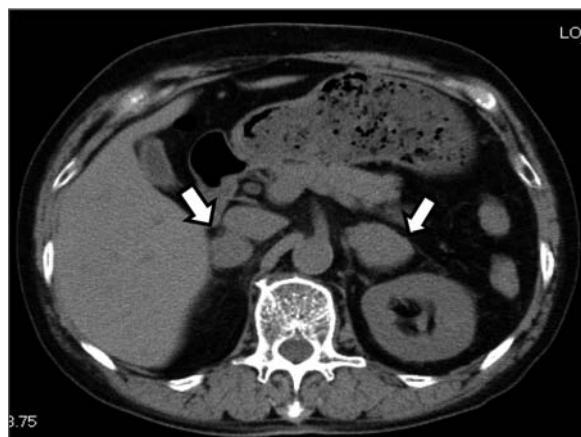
Computed tomography scan showing metastasis to both adrenal glands before combined androgen blockade therapy was started (arrows indicate the mass).
